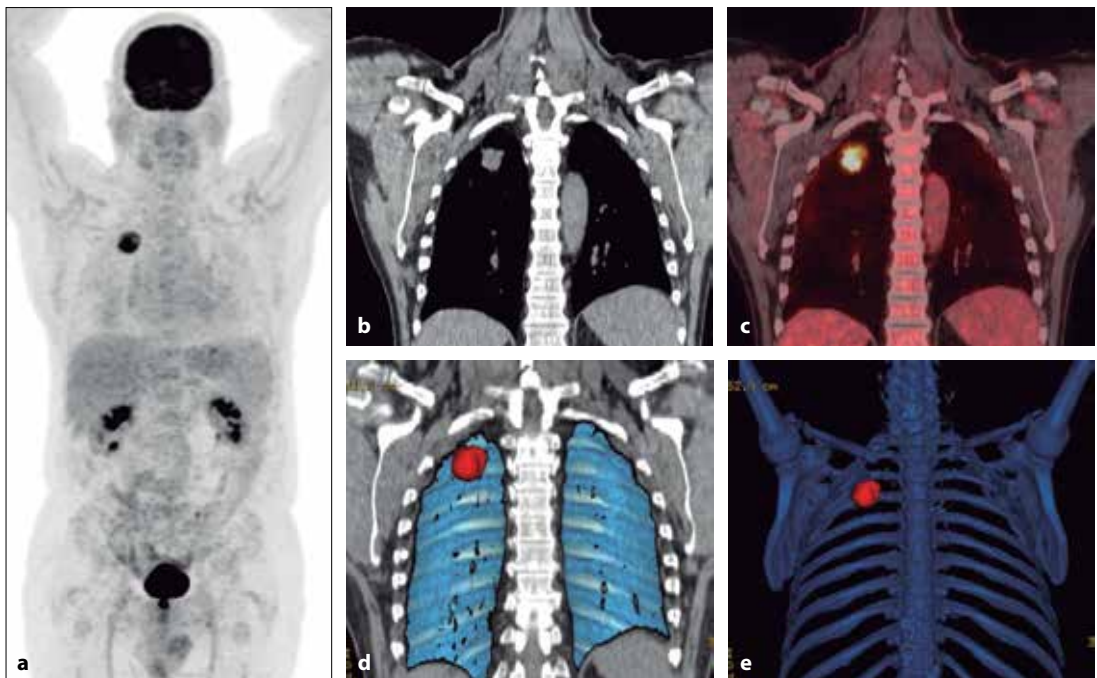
PET/TC Paciente con NPS de alto riesgo de malignidad, en el que se corrobora la existencia de un nódulo en el segmento apical del lóbulo superior del pulmón derecho con incremento en la actividad metabólica y SUV_{máx} de 7 en MIP (a), imágenes coronales del tórax en TC (b), fusión PET/TC (c), así como reconstrucciones en VR (d, e). Diagnóstico final: granuloma activo.
